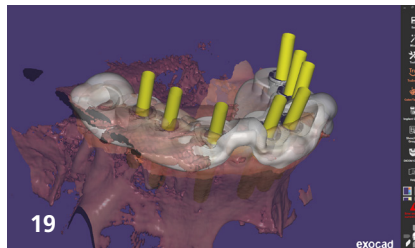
Superimposition des Intraoralscans der Ist-Situation, des Wax-ups und des CBCT für den Oberkiefer: Grundlage für das Auffinden der Optimalposition der Implantate. – Abb. 17–20: Für eine sichere Insertion der Implantate wird gemäß dem virtuellen Modell eine Bohrschablone designt und später angefertigt (Guide Creator, exocad GmbH).
